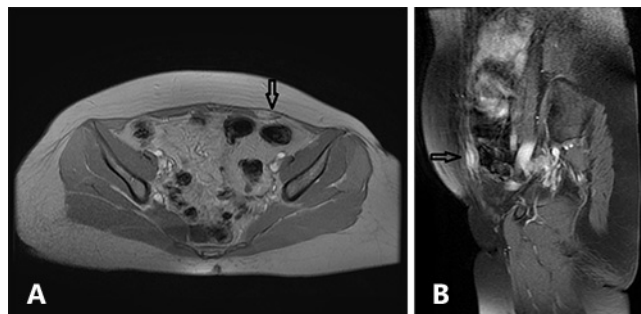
As setas mostram a área de endometriose no músculo reto abdominal: A) tomografia computadorizada em corte transversal; B) tomografia computadorizada em corte sagital
